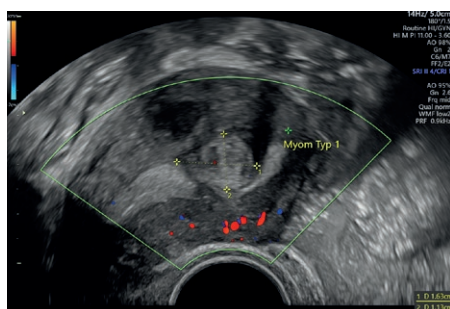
Vergleich 2D und 3D Sonographie
